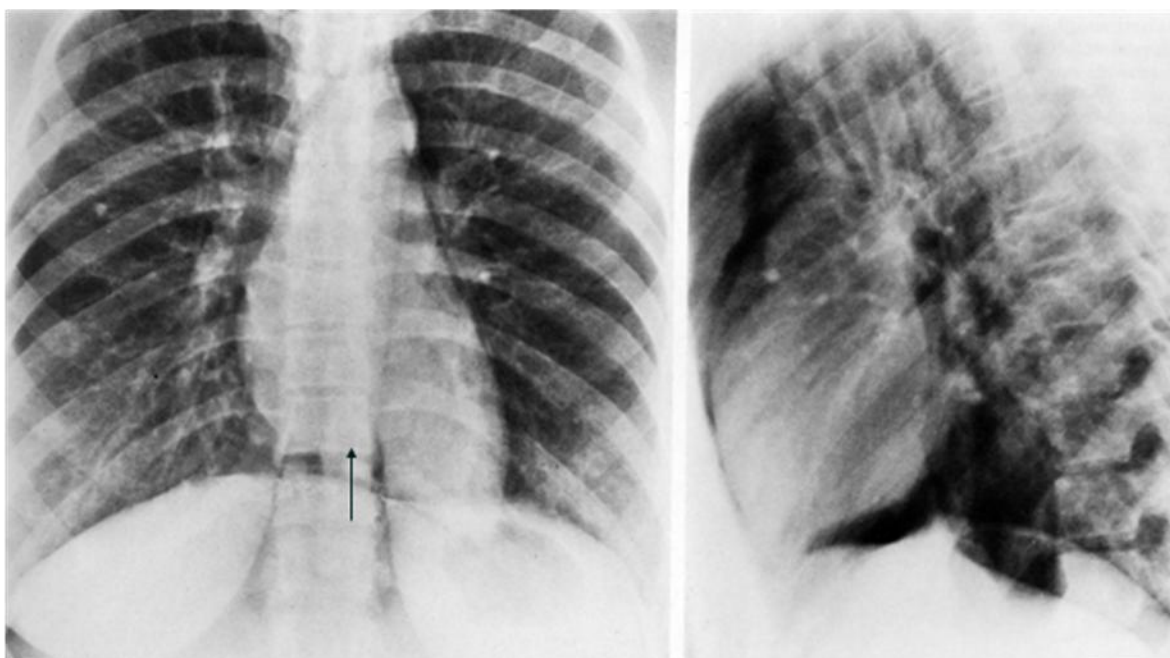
79. Radiografía AP y lateral de tórax, paciente con neumomediastino. Se observa una densidad aire entre el diafragma y el borde cardíaco inferior (flecha), el diafragma se observa continuo hasta las porciones laterales. La proyección lateral confirma el neumomediastino.
